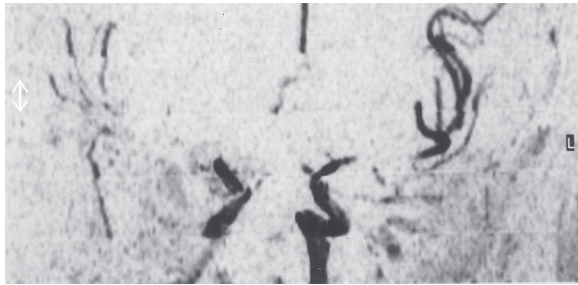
Reprodução da angiografia por ressonância que permitiu o diagnóstico de doença de Moyamoya: oclusão da porção supraclínóidea da artéria carótida interna direita, da cerebral média direita, da cerebral anterior e média esquerdas e o aspecto “moyamoya” conferido pela circulação colateral no hemisfério direito.
